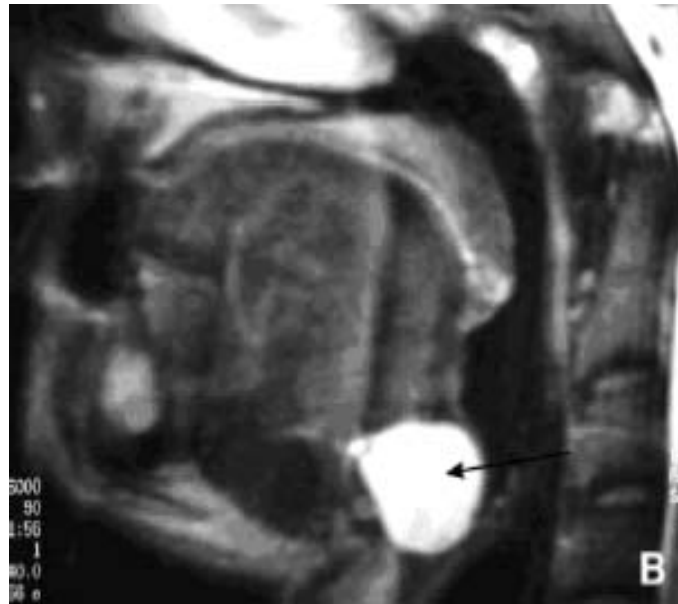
IRM d'un nourrisson de 6mois montrant un kyste du tractus thyroglosse au niveau de la base de la langue (57).
